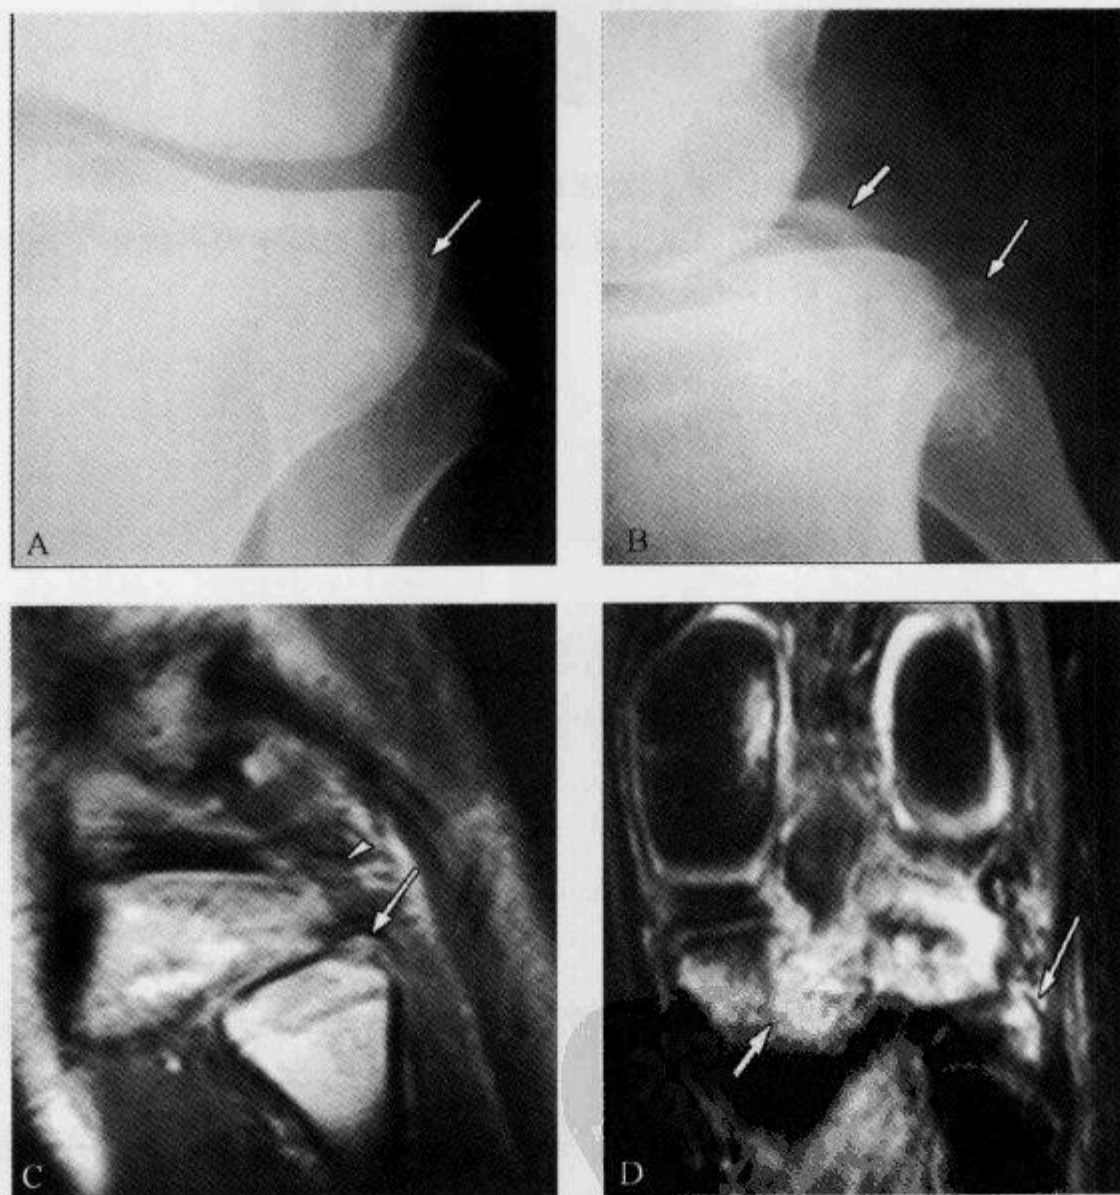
膝关节 X 线片及 MRI 示“弓形征”和韧带撕裂
